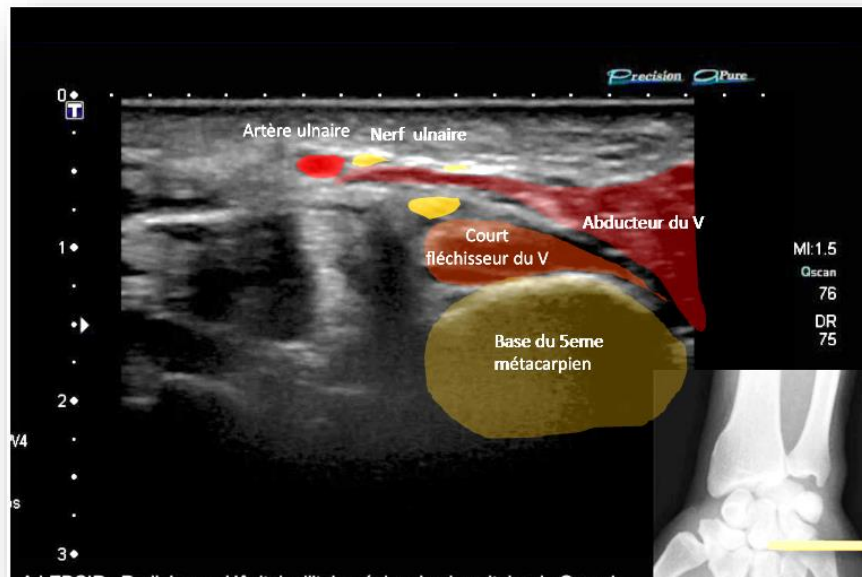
Image échographique montrant une coupe axiale à la partie distale du canal où la branche superficielle est sous-cutanée et la branche profonde en rapport avec le court fléchisseur de l'auriculaire.
